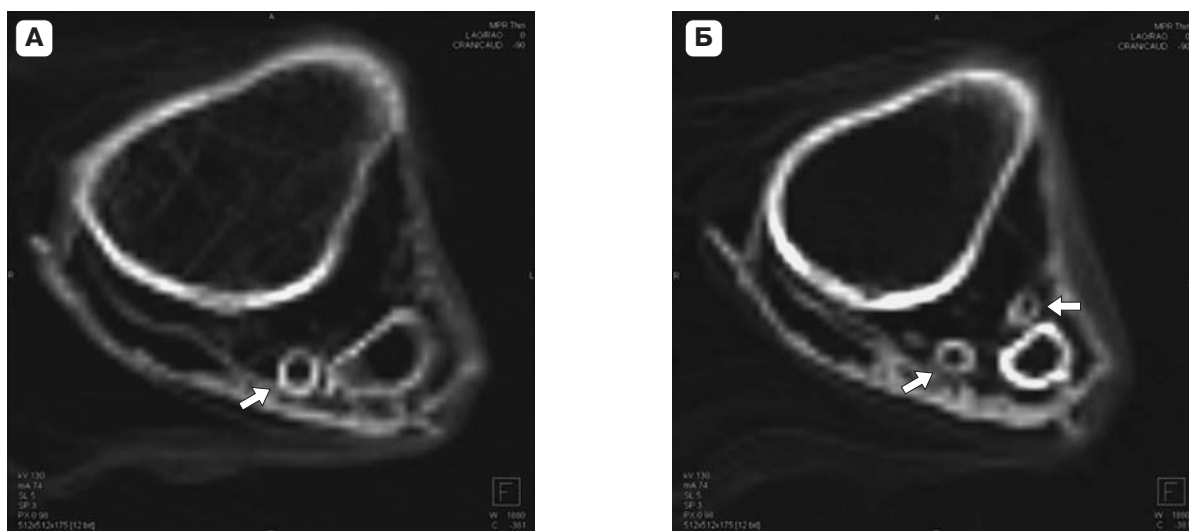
Атеросклероз подколенных и большеберцовых артерий. Аксимальные компьютерные томограммы левой ноги дистально колена выявляют (А) кальциноз подколенной артерии (стрелка), (Б) чуть более дистально – кальциноз малоберцовой артерии и передней большеберцовой артерии (стрелки) в мумии женщины, жившей в период Птолемеев.
